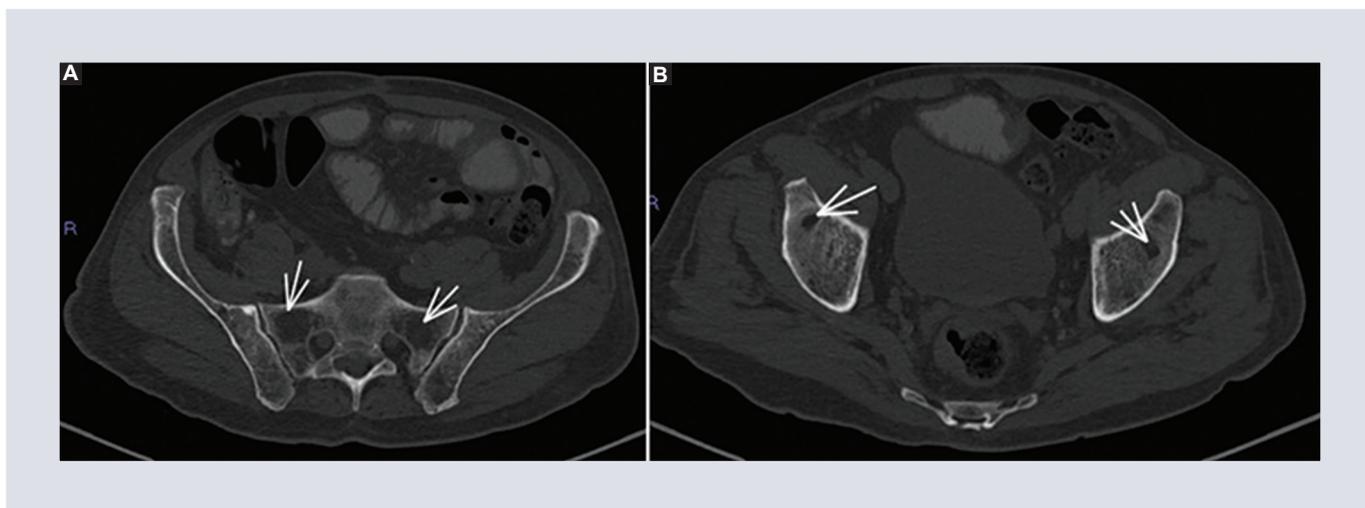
Cortes axiales de tomografía de abdomen donde se muestran las lesiones líticas metastásicas. A: en sacro. B: en fémures.
